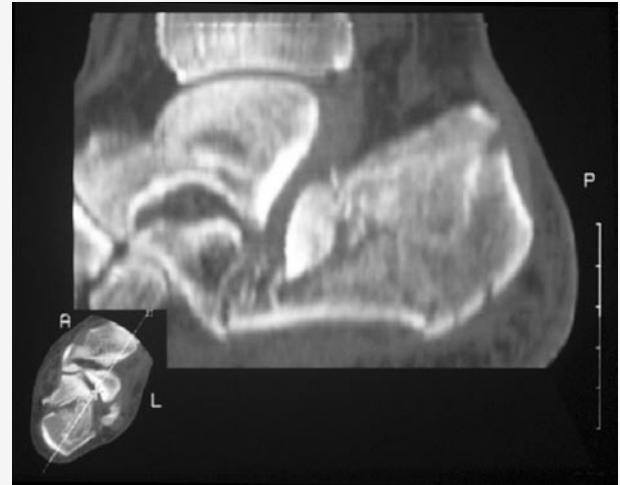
▲ Joint-depression-Fraktur nach Essex-Lopresti, CT-Rekonstruktion
